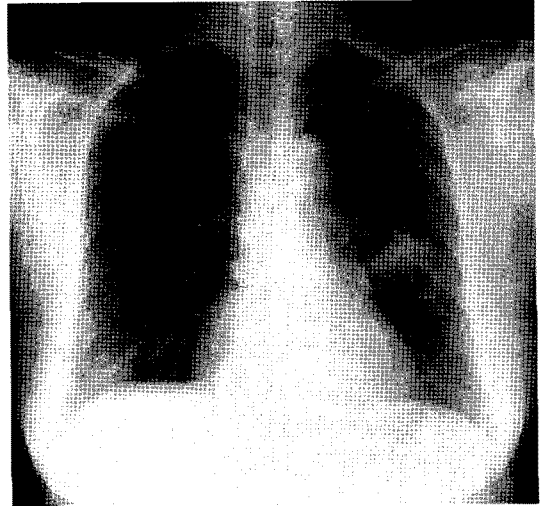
Twenty-one month later, a posteroanterior roentgenogram of the chest, and a computed tomography scan, showed the mass to be larger than before, and in the same lobe.
